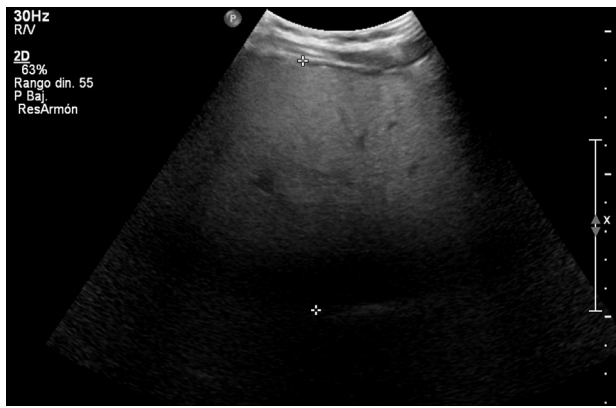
Ecografía de abdomen superior muestra esteatosis hepática
